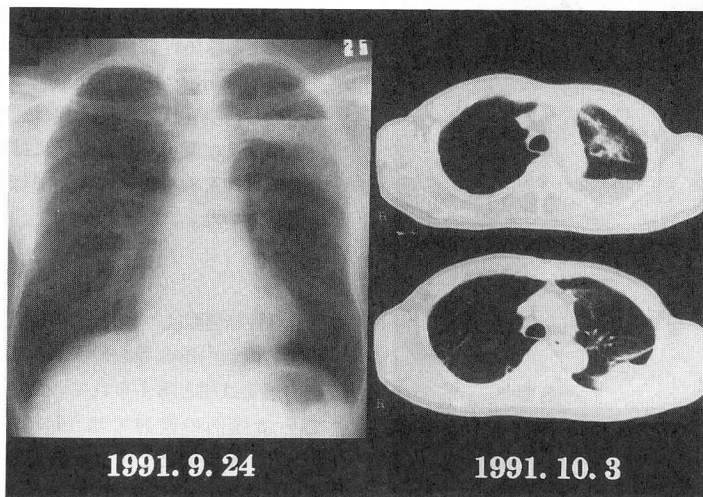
症例2. 入院時胸部単純X線写真およびCT写真
